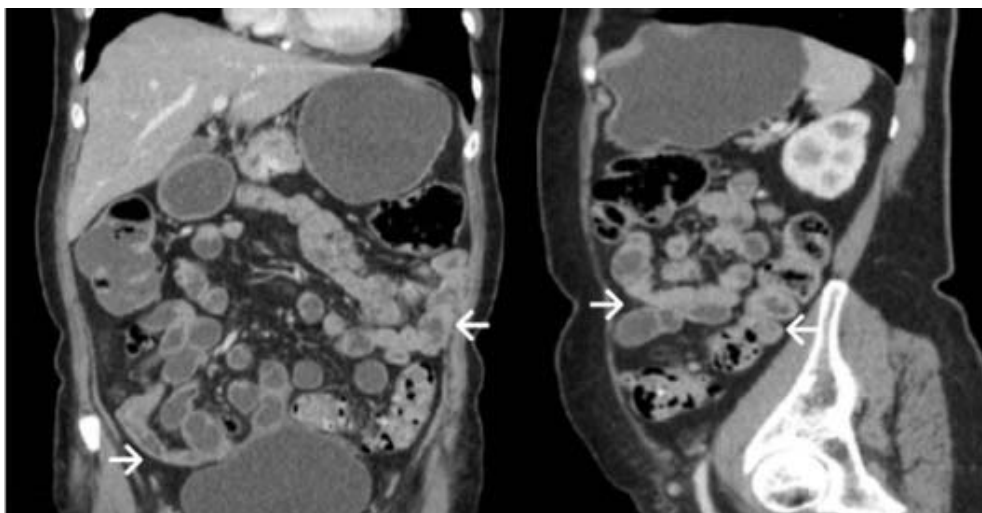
Imagens de cortes longitudinais de enterotomografia evidenciando áreas de espessamentos parietais e tendência de estenose em alças intestinais (setas).
